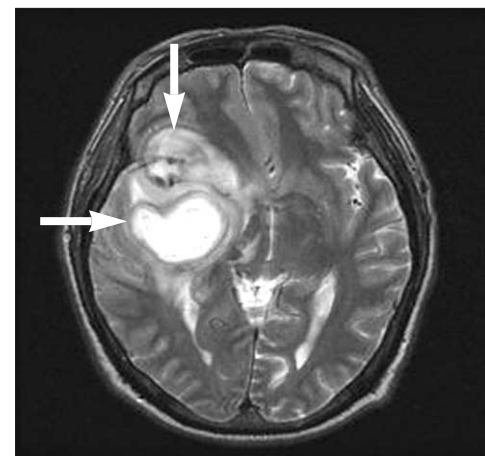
T₂ weighted MRI shows a lesion of slightly increased signal surrounded by significant edema compared to normal white matter in the right temporal lobe (large arrow) and insular cortex (small arrow).
